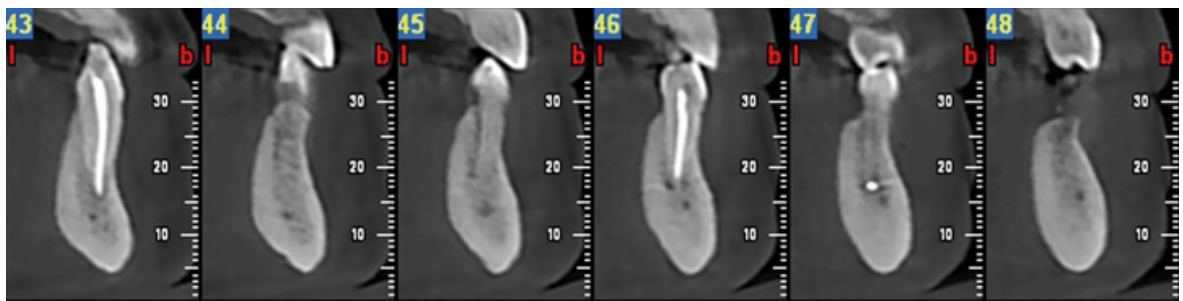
Radiographie 3D révélant une absence de contact entre l'extrusion à l'apex de la dent 34 et le pédicule alvéolaire inférieur [34]
